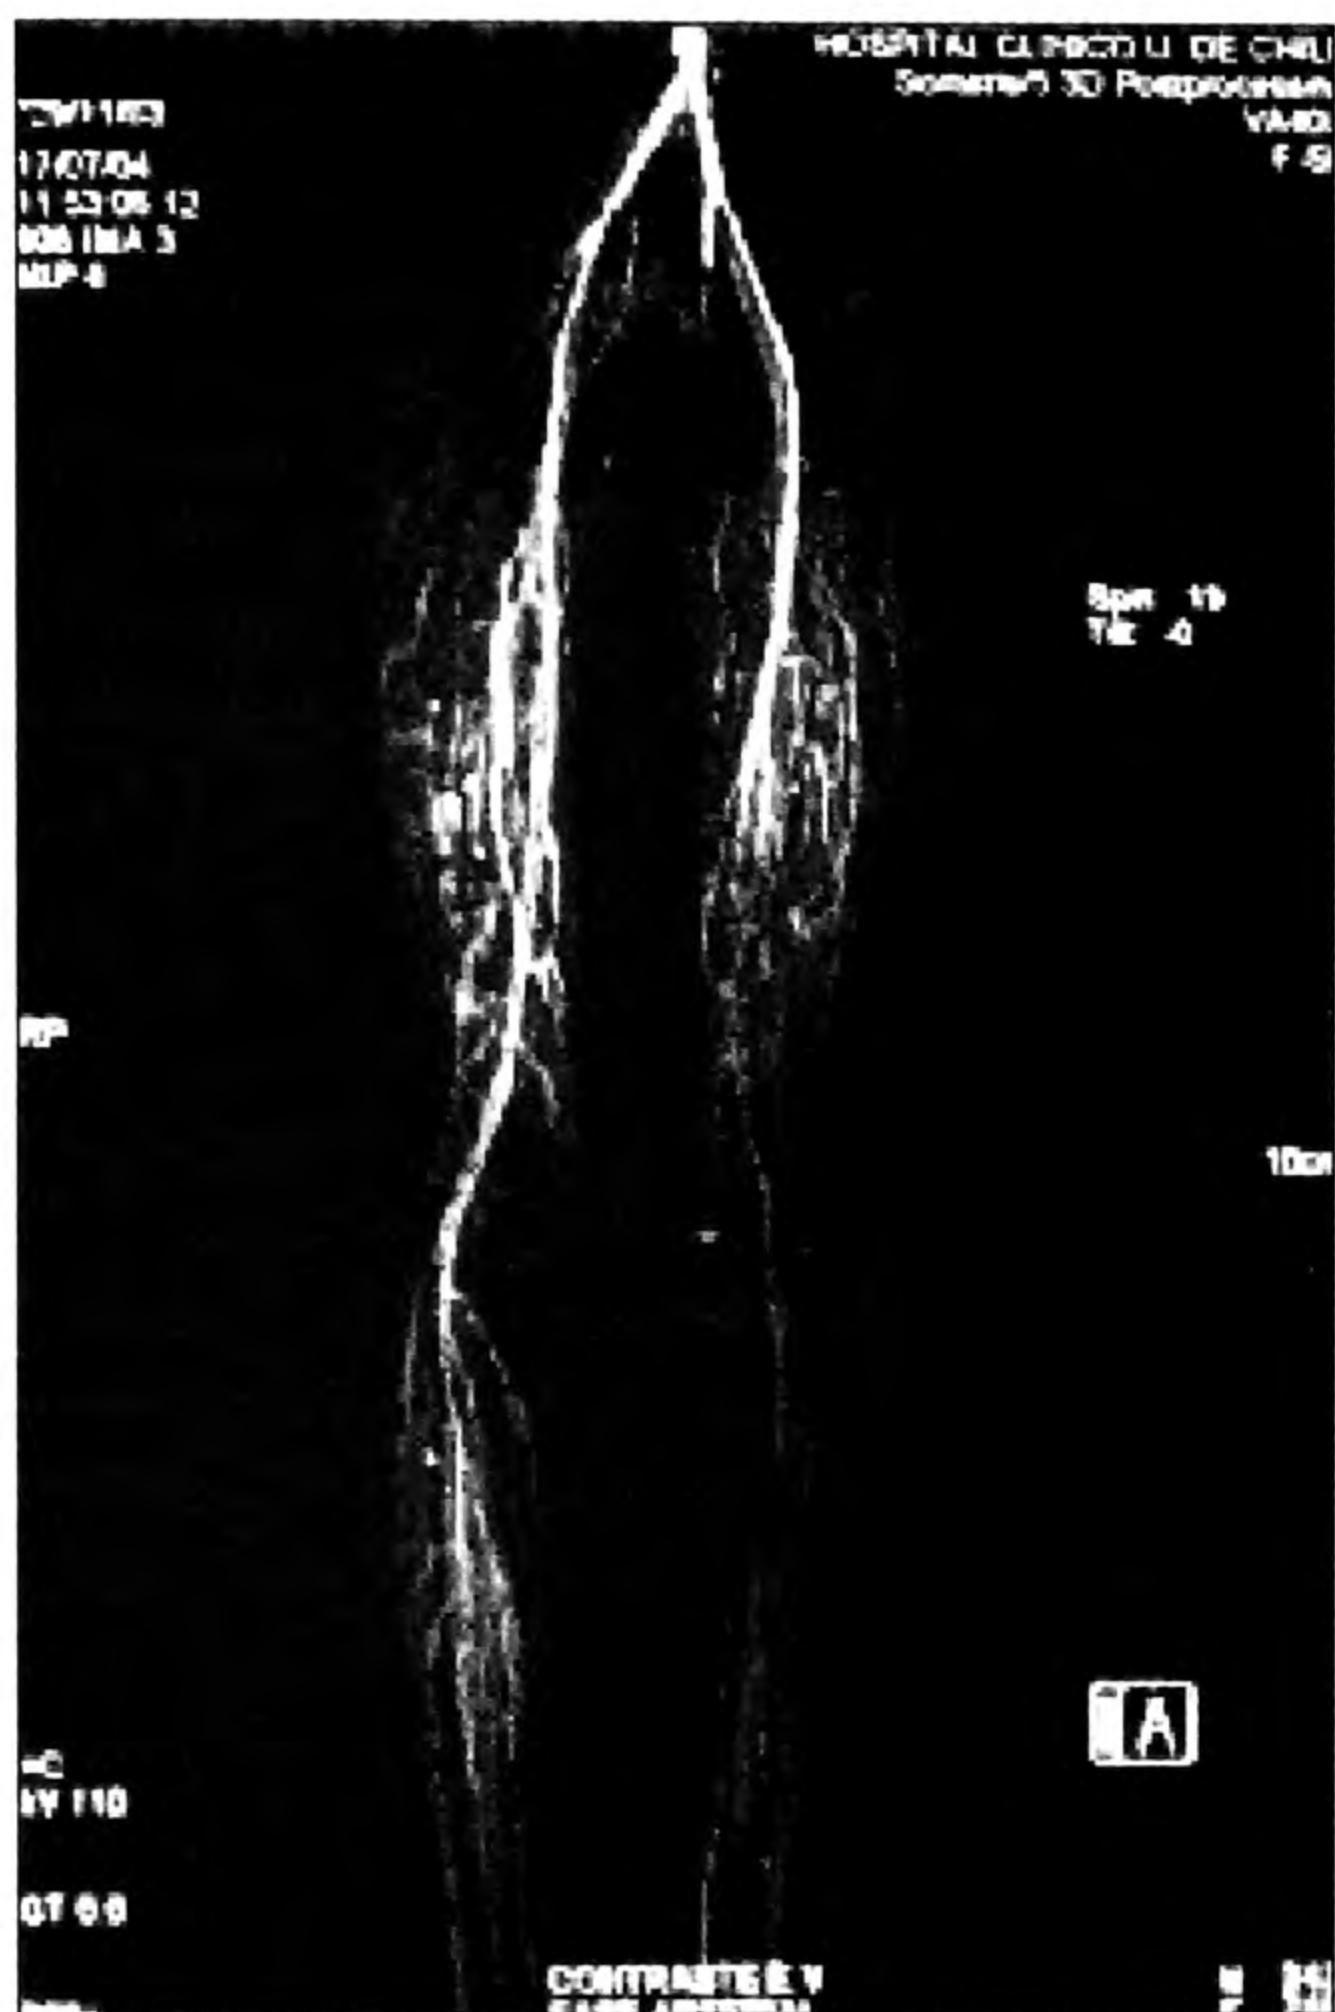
Angio TAC de EEII muestra disminución de calibre de arteria femoral superficial distal y segmento femoropoplíteo izquierdo y oclusión de arteria tibial anterior izquierda desde su origen y de arteria peronea izquierda desde su tercio proximal.
